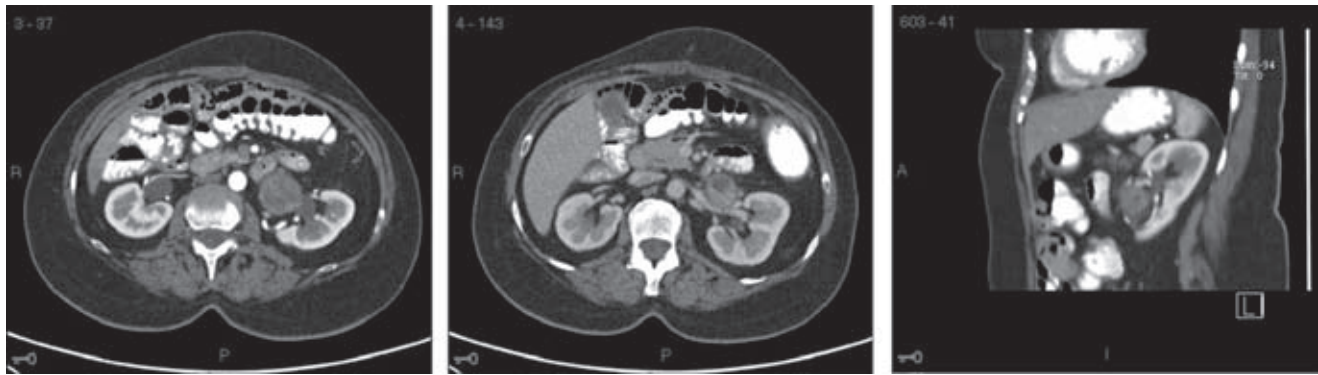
TC de abdomen con contraste intravenoso: Se observa una lesión de 3.8 cm en hilio renal izquierda, localizada sobre la pelvis y vena renal; está en relación con grapas de cirugía previa. En la glándula suprarrenal izquierda se observa otra lesión de 1.6 cm; ambas heridas captan contraste arterial y venoso de forma heterogénea y presenta un densidad de 68 UH con relación a recurrencia.
